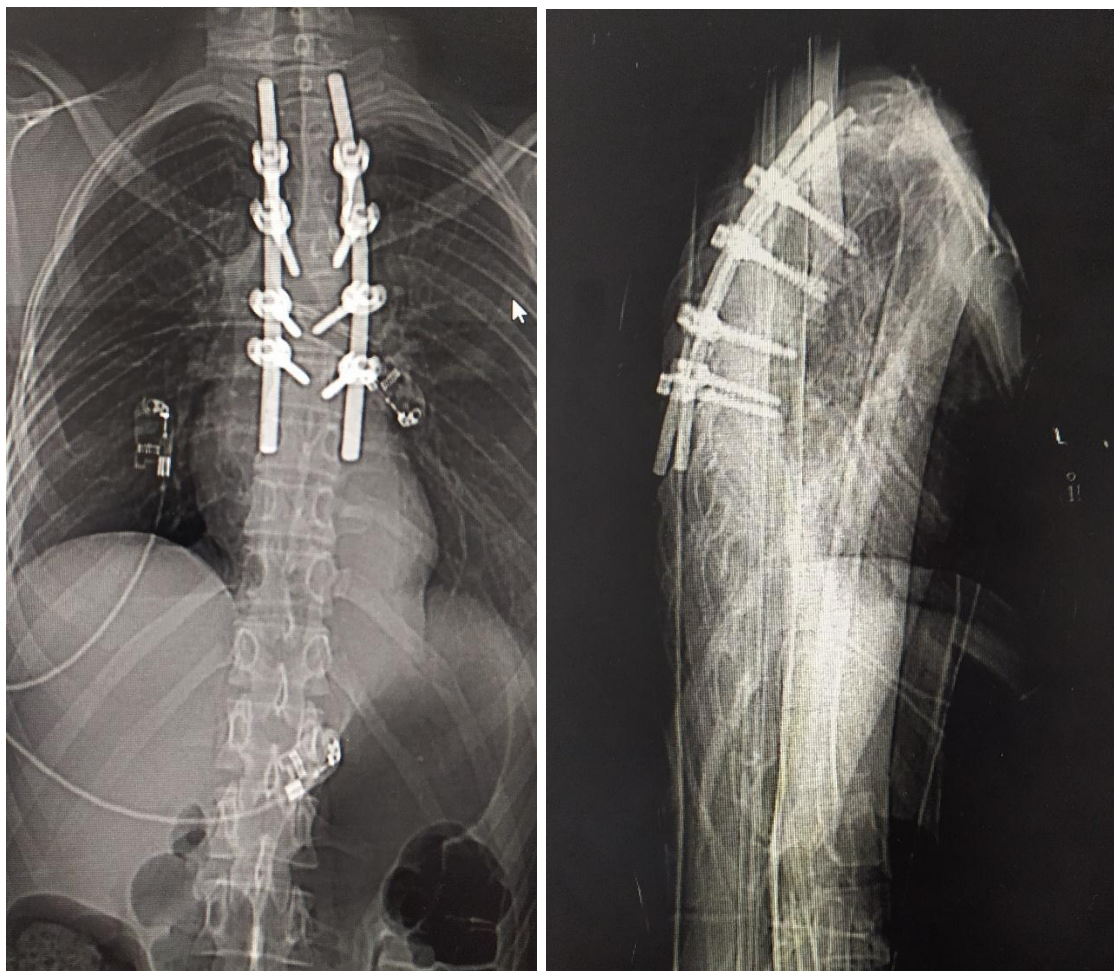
radiographie du rachis de contrôle post-opératoire de face et de profil, après une PVCR de T7.
